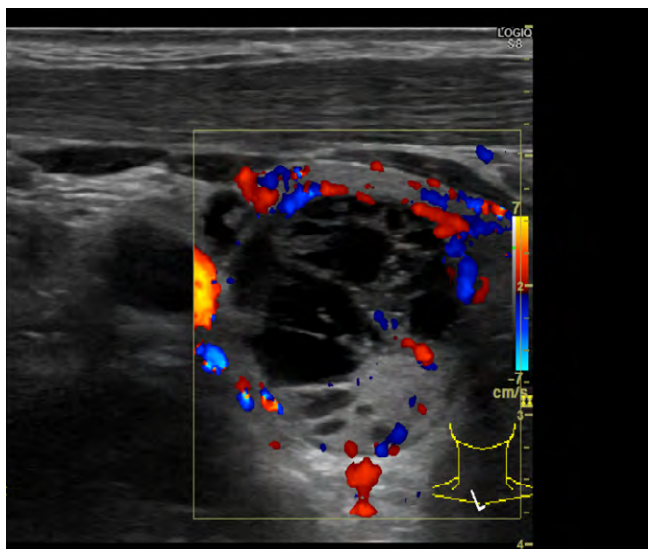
Ultrasonography of the thyroid tumor
